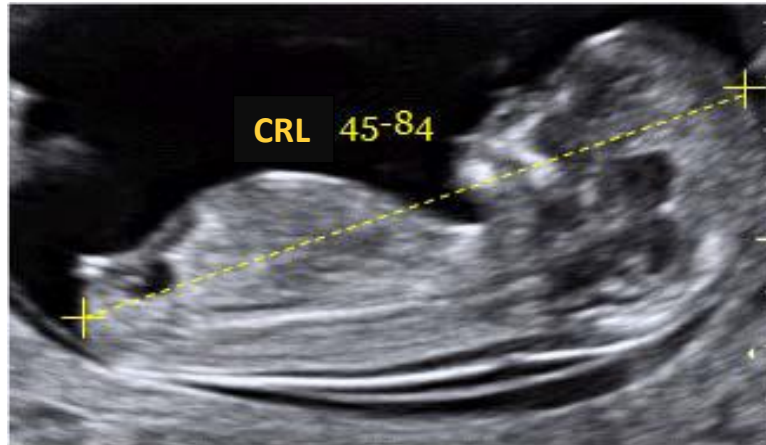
Ultrasonographic diagnosis of fetal structural abnormalities in prenatal screening at 11-14 weeks. *Diagn Interv Radiol* 2009.
